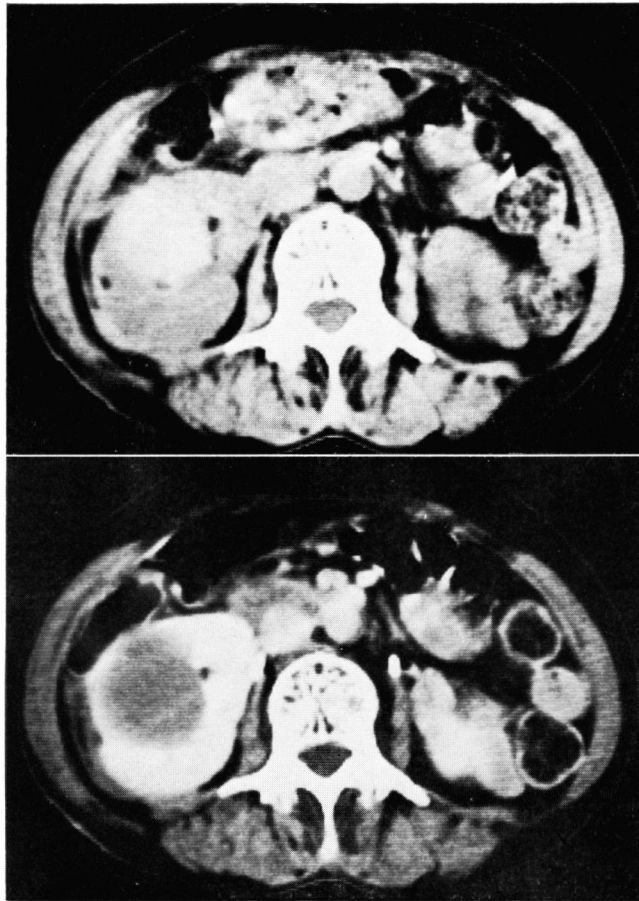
Case 1. CT of the abdomen 24 hours after aspiration and renal cystography shows contrast dye still remains in the cyst. (Top-plain, Bottom-with enhancement)
